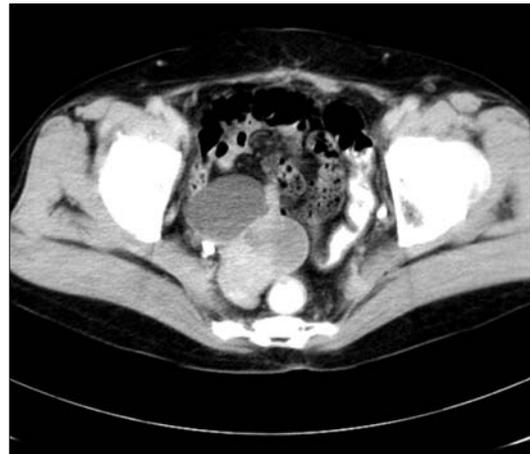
Contrast-enhanced CT shows about 4 cm sized cystic mass lesion in right pelvic cavity. About 3 cm sized newly developed mass lesion is seen in medial aspect of the cystic lesion. It is slightly hyperdense and nodular enhancing solid portions are suspicious in the wall.
